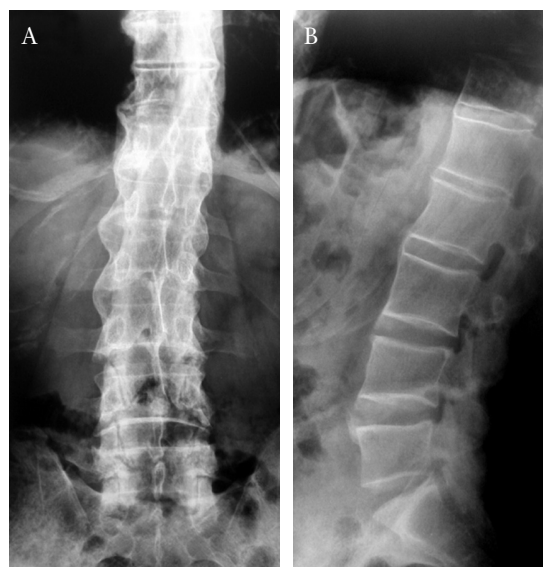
Radiografía de columna lumbar a) antero-posterior, b) lateral.
